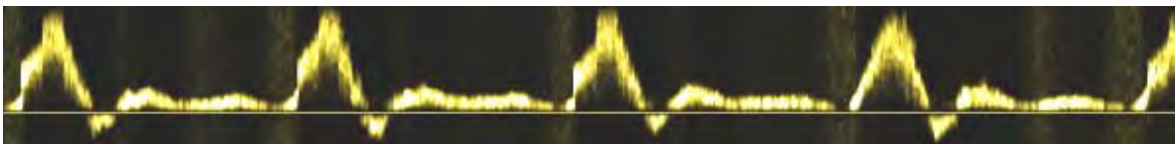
Blutflussprofil in der Arteria carotis communis dexter, PW-Doppler
